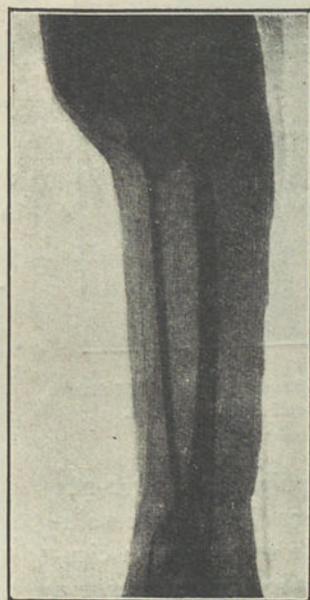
2.ª radiografia aos 166 dias 31 de Dezembro de 1919.
